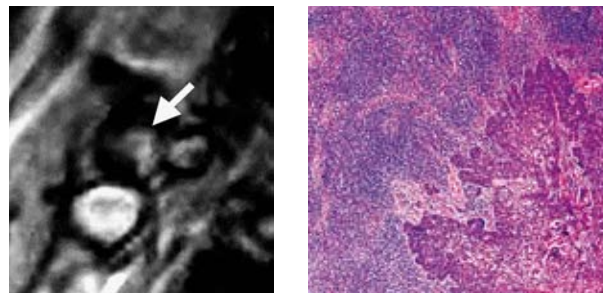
Estudo de gânglio cervical com injeção de produto de contraste específico em ressonância magnética. O agente de contraste, devido às suas pequenas dimensões, passa para o espaço intersticial indo depois pelos vasos linfáticos acumular-se no gânglio linfático que, em condições normais, retém o produto tornando-se preto na imagem. As áreas mais claras na imagem da esquerda (seta) correspondiam a infiltração do gânglio por tecido tumoral conforme se observa na imagem histológica. Pela primeira vez é possível obter imagens funcionais da estrutura interna do gânglio, o que permite escolher o tipo de tratamento a efectuar.
